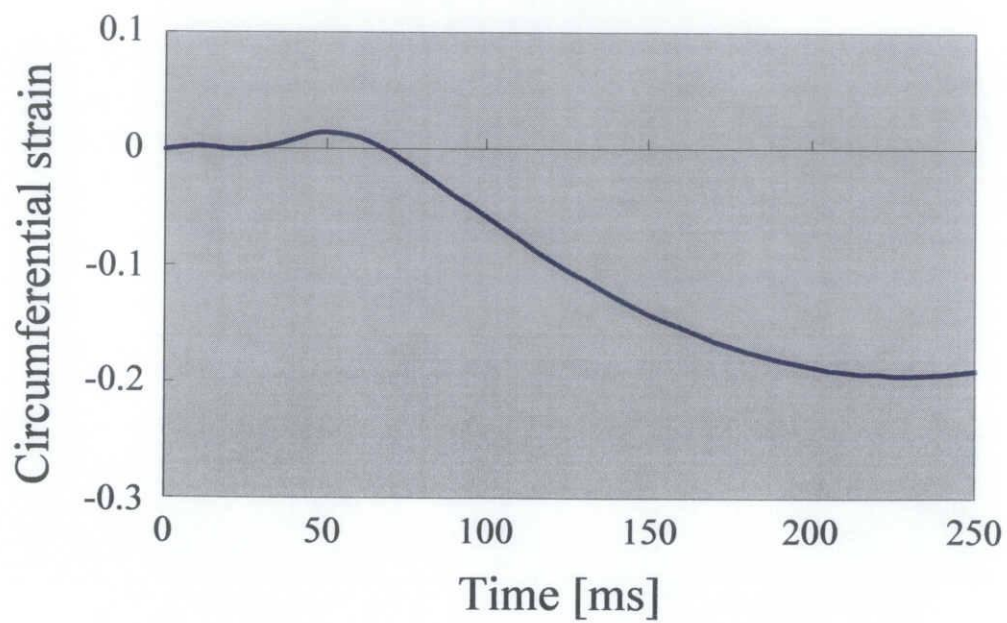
MRI の tagging 法による解析結果
